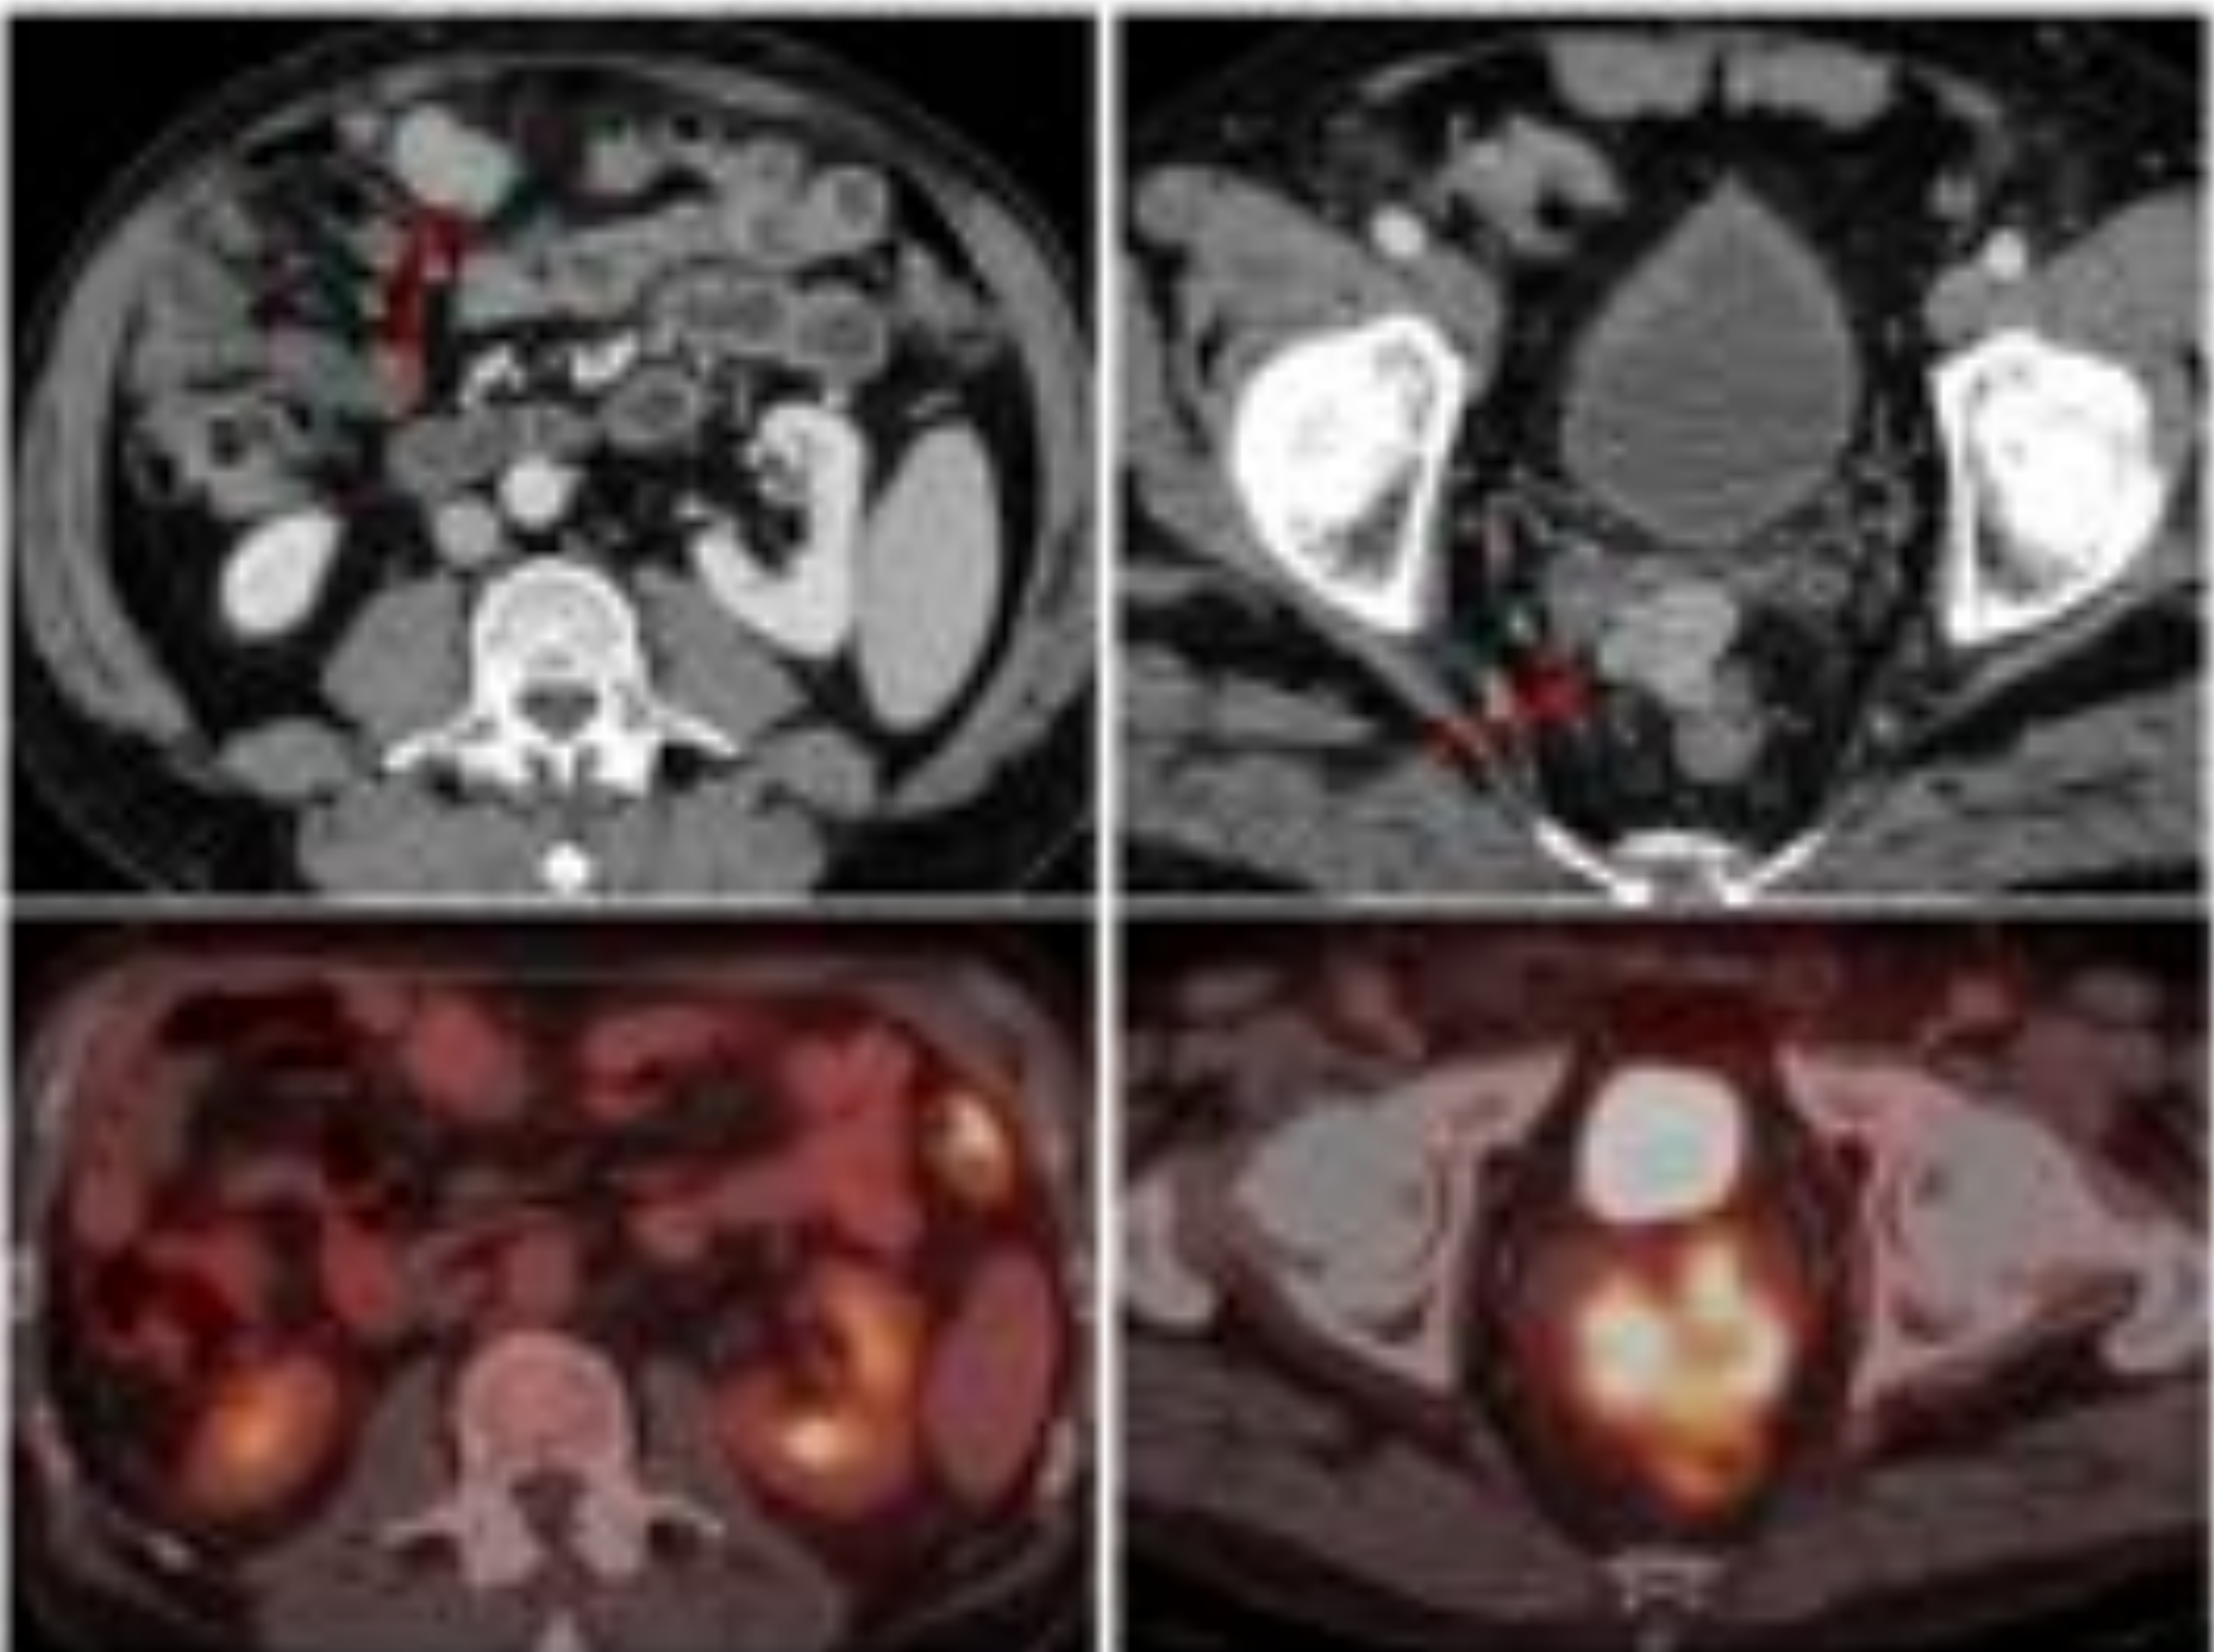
Implantes de HCC en meso anterior y en espacio de Douglas. Marcado hipermetabolismo en PET-TC en el localizado en pelvis.
